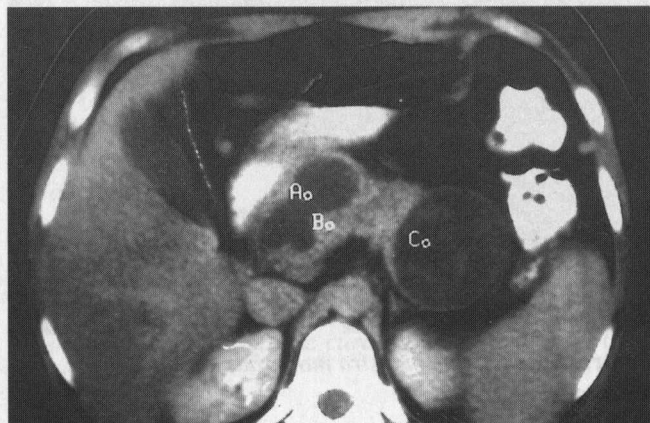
TAC en la que se observan dos colecciones líquidas, una hacia la cabeza y otra hacia la cola del páncreas.
